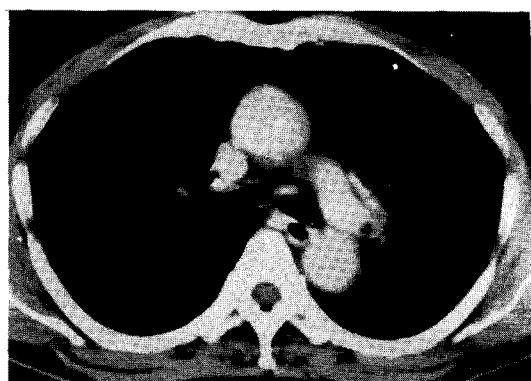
Computed tomogram of the patient showing ill-defined mass at left hilum.
